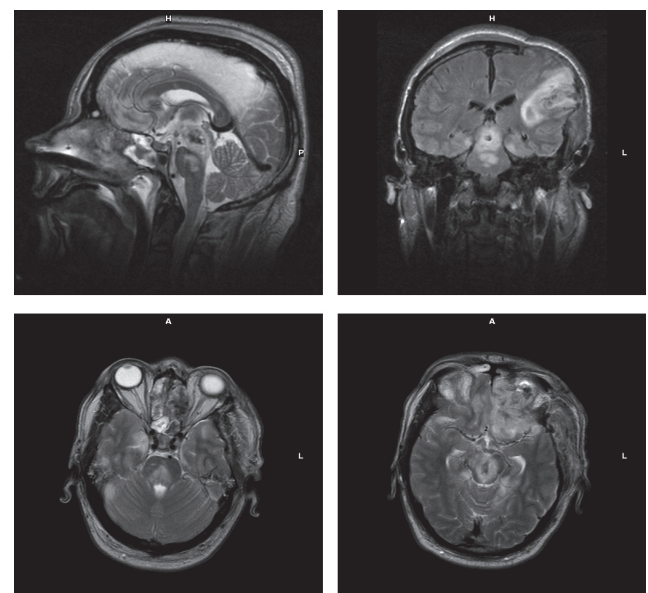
Pontine und mesenzepitale Läsionen beim persistierenden Koma. 43-Jähriger nach PKW-Unfall. MRT 1 Tag nach SHT. Der Patient ist zu diesem Zeitpunkt bewusstlos, er zeigt keine Reaktion auf Schmerzreize, es besteht eine Anisokorie. Er befindet sich bei Nachuntersuchung 36 Monate nach SHT noch immer im Koma. Das MRT zeigt beidseitige Läsionen von Pons und Mesenzephalon.
